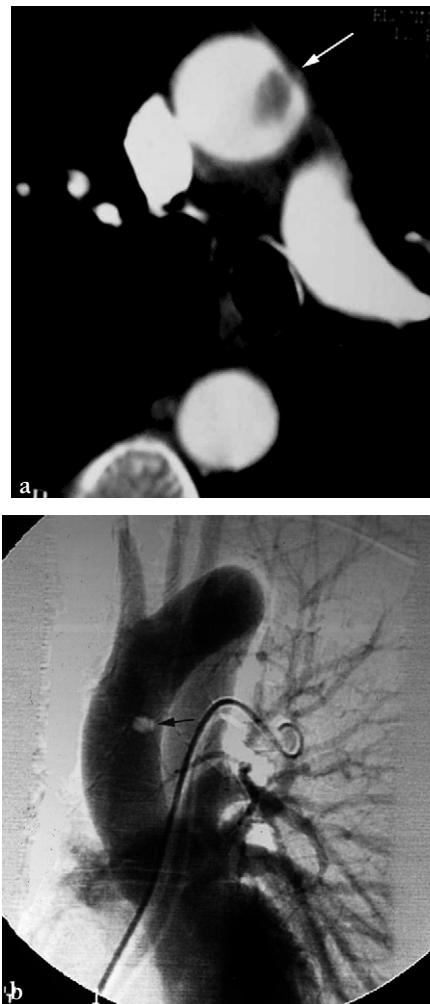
Thrombus aortique. a. Coupe TDM axiale montrant un thrombus endoluminal de l'aorte ascendante (flèche) avec la corrélation sur l'artographie numérisée b. Temps tardif d'une angiographie pulmonaire.
